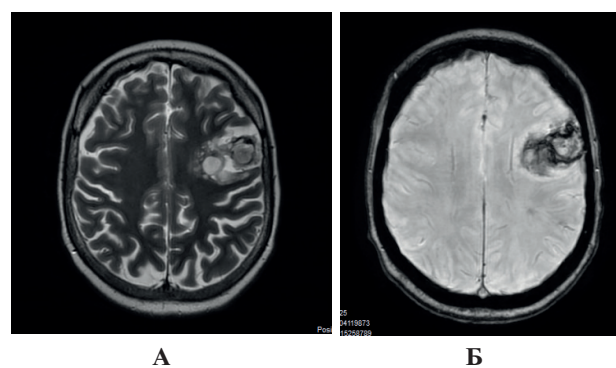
(А, Б). Пациент Н., 8 лет. МРТ 3 Тл – ИП Т2 в аксиальной проекции (А). ИП SWAN в аксиальной проекции (Б). В коре и субкортикальном белом веществе левой лобной области идентифицируется массивный неоднородный субстрат с высоким содержанием кальция в своей солидно-кистозной структуре. Специфический набор маркеров ДНЕО (собственное исследование).
